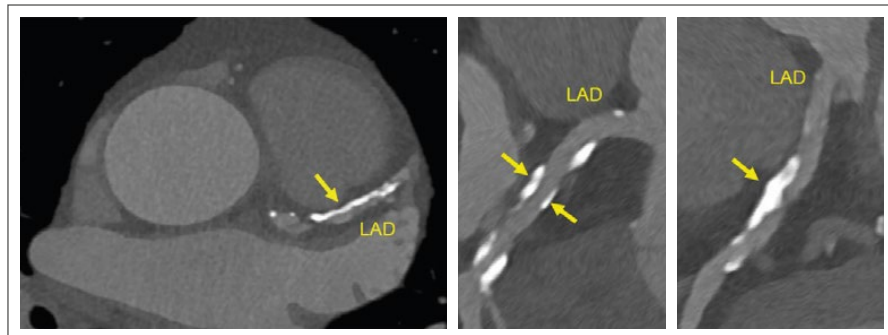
Coronary-CT scan showing heavy calcified plaques in the proximal LAD
